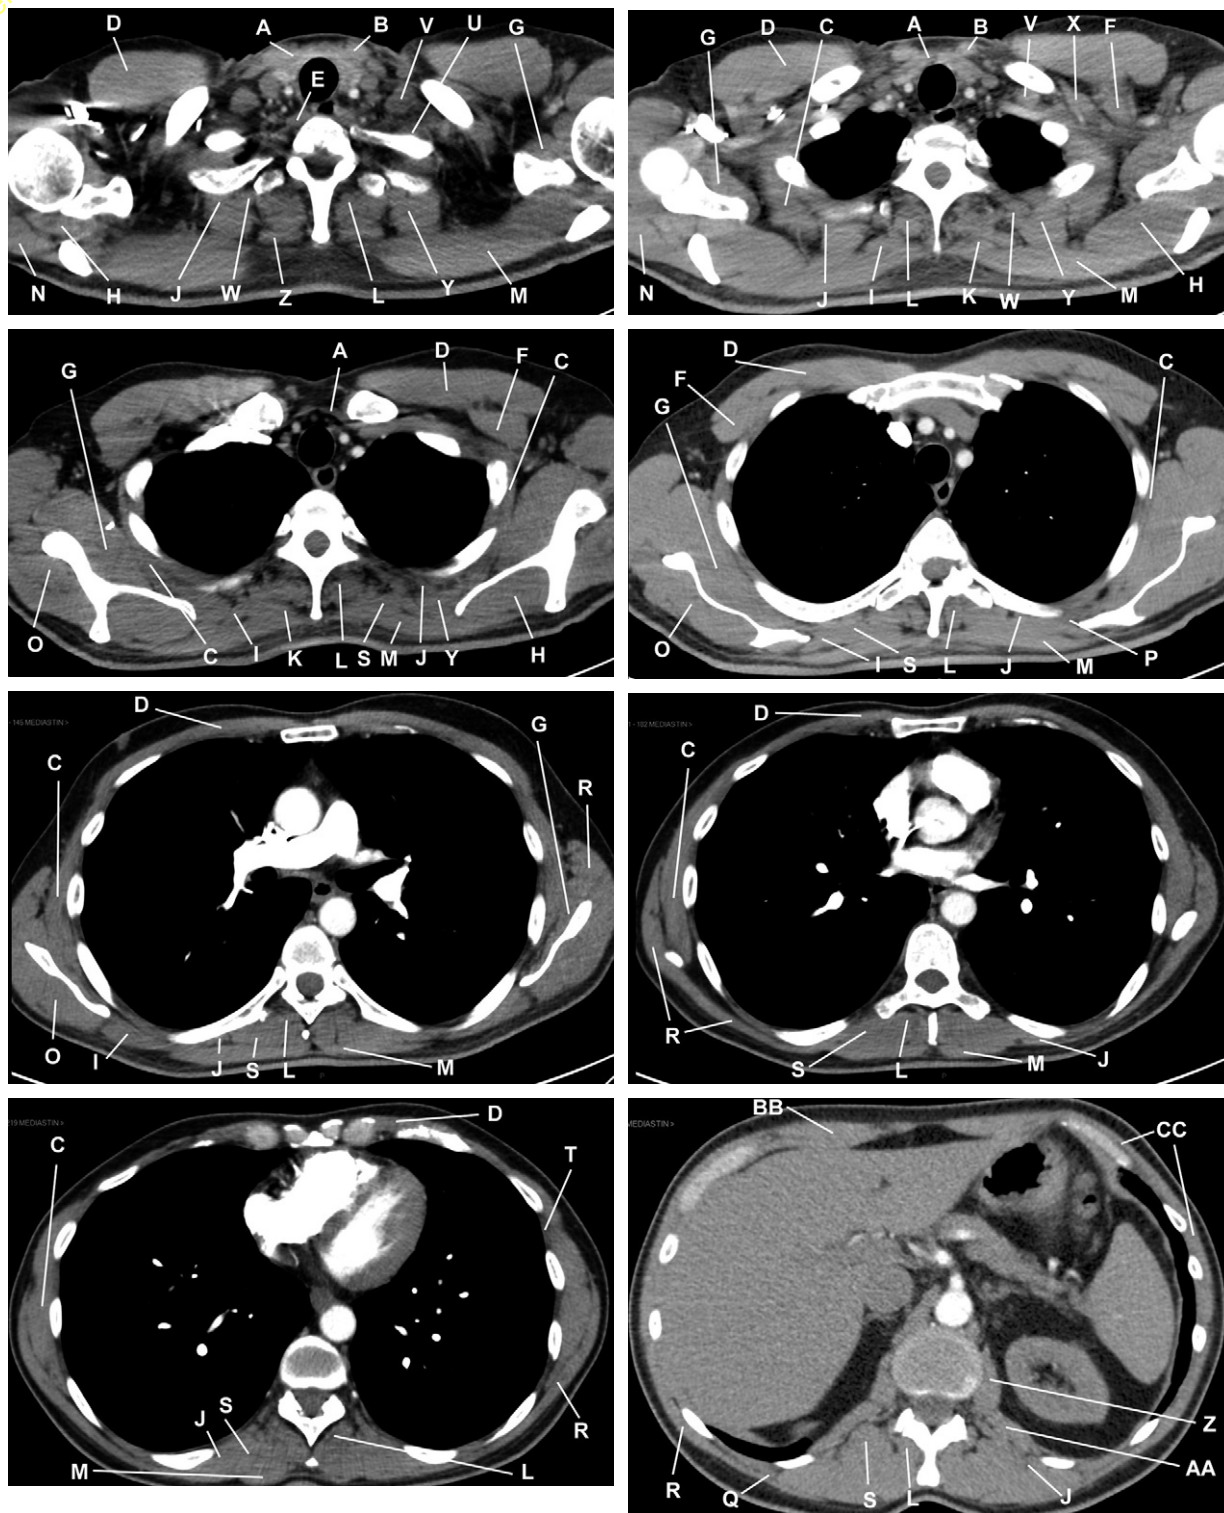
Muscles de la paroi thoracique en TDM.
